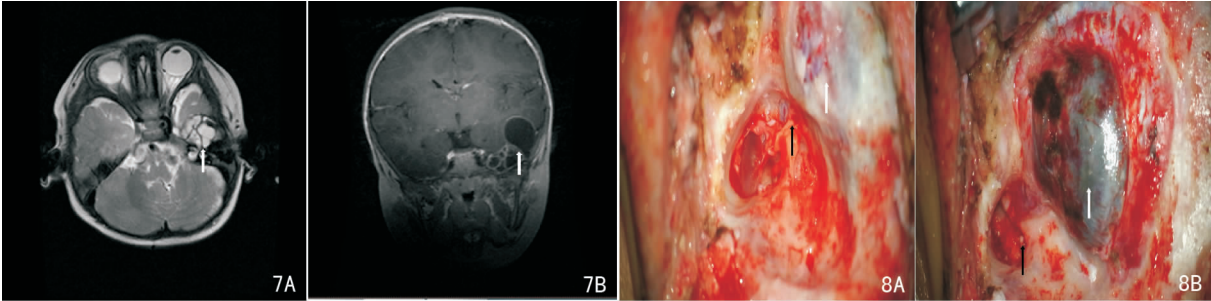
头颅 MRI 检查 7A:水平位; 7B:冠状位,箭头示肿瘤 图 8 术中所见肿瘤与中耳腔的关系 8A:肿瘤累及上鼓室,黑色箭头示锤砧关节,白色箭头示肿瘤; 8B:颞叶内肿瘤全貌,黑色箭头示镫骨,白色箭头示颞叶内肿瘤
